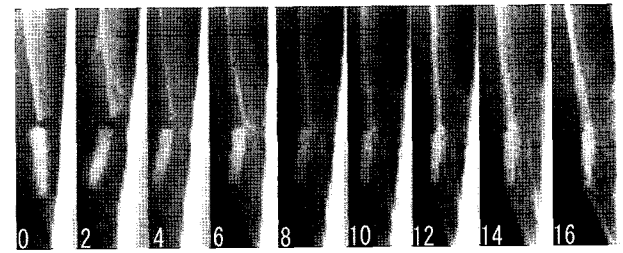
Serial radiograph of union case with half absorption of implant in freeze-drying group (0~16 weeks after graft).
